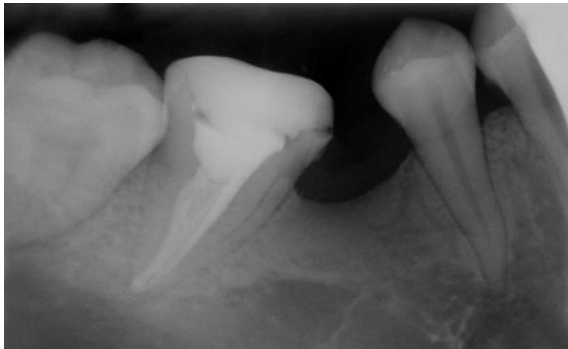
1. olguda, 47 numaralı dişin tanı radyografisi.
